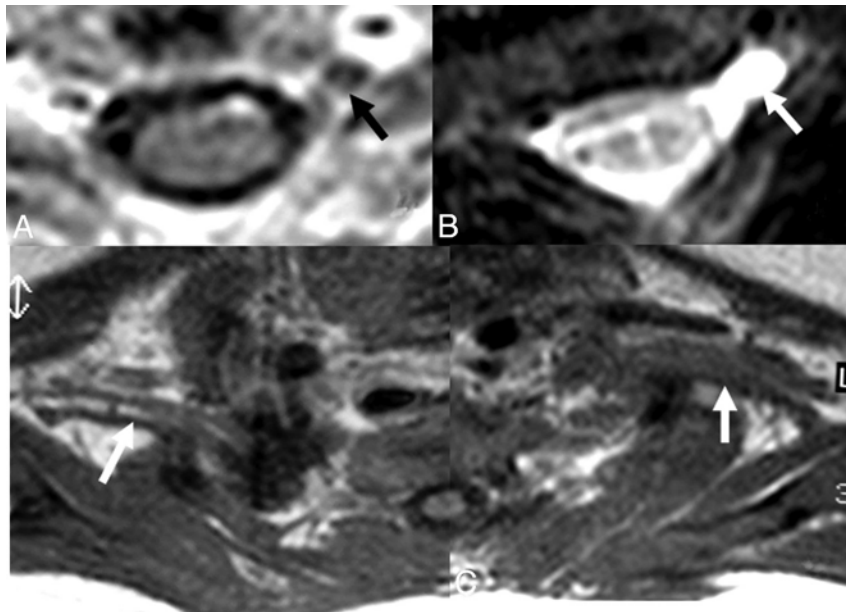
A and B, In a 1-month-old infant with a history of difficult birth, contrast-enhanced axial T1-weighted (A) and axial MR myelography (B) views show avulsion of the left C5 anterior root with contrast enhancement at its root stump (A) and a pseudomeningocele (arrows), consistent with preganglionic injury. C, Distal to the injury, the BPL on the left appears thickened and irregular on axial T1WI images compared with the BPL of the normal right side (arrows).
